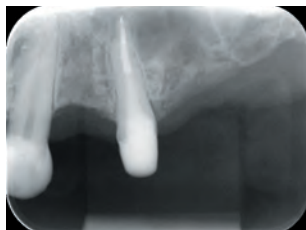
Intraoral periapical radiograph immediately upon completion.
